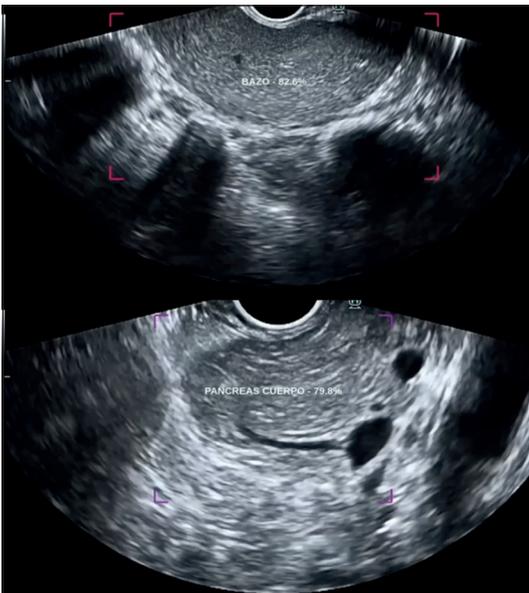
Modelo de inteligencia artificial de ultrasonido endoscópico detectando estructuras anatómicas.
